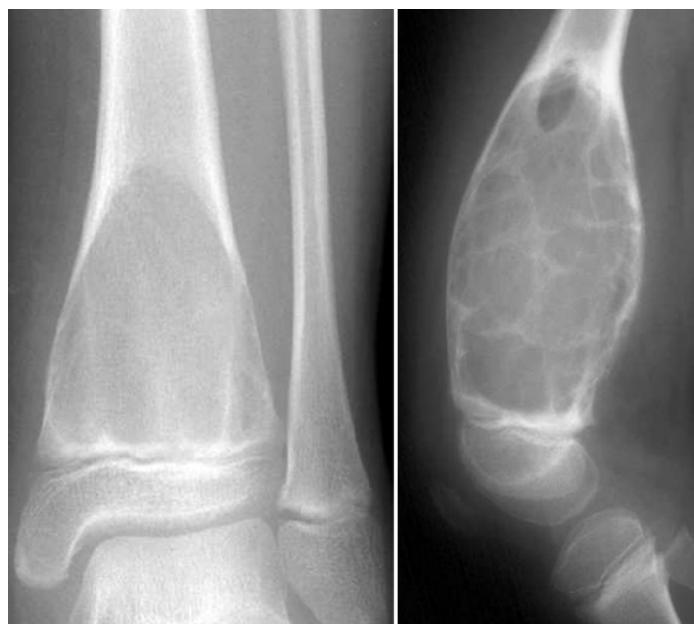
lésions ostéolytiques métaphysaires tibiale et fémorale distales, centrales avec une expansion discrète dans la première et manifeste dans la seconde. Les trabéculations intralésionnelles sont bien illustrées sur la seconde radiographie [10]
